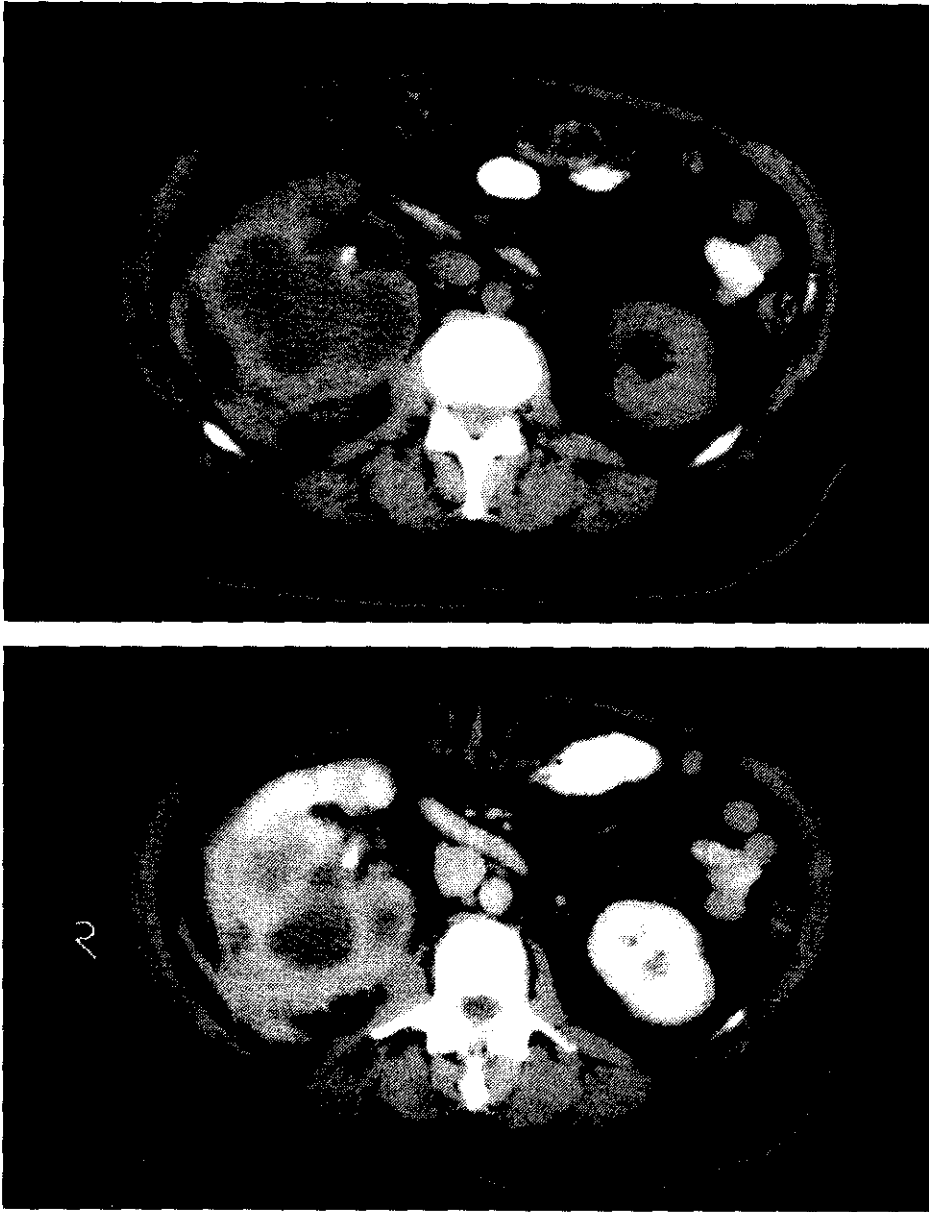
TC sin y con contraste del mismo paciente que la figura 8 en las que se observa un riñón muy aumentado de tamaño con áreas mal definidas de baja atenuación que corresponden a cálices dilatados. Existe afectación del espacio perirrenal posterior con marcado engrosamiento de la fascia perirrenal.
